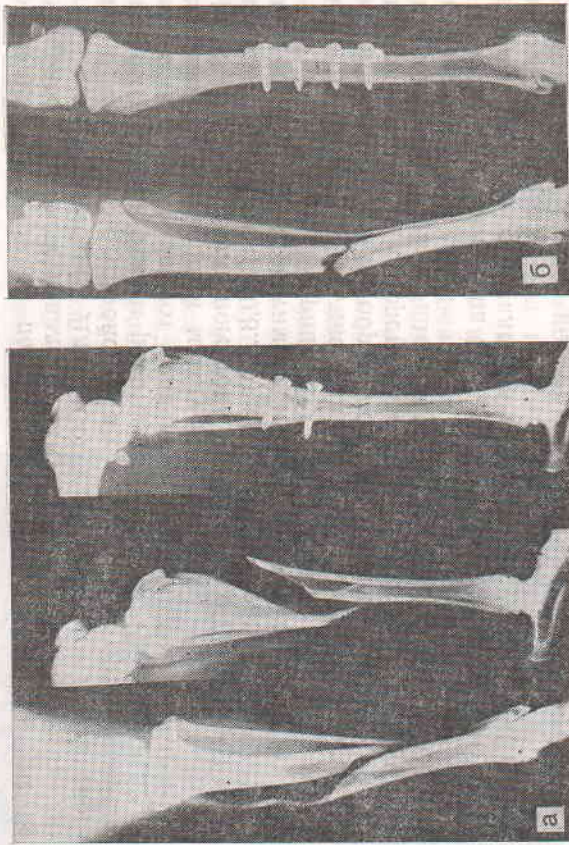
Рентгенограммы моделей сращения переломов костей по первичному (а) и вторичному (б) типу.
